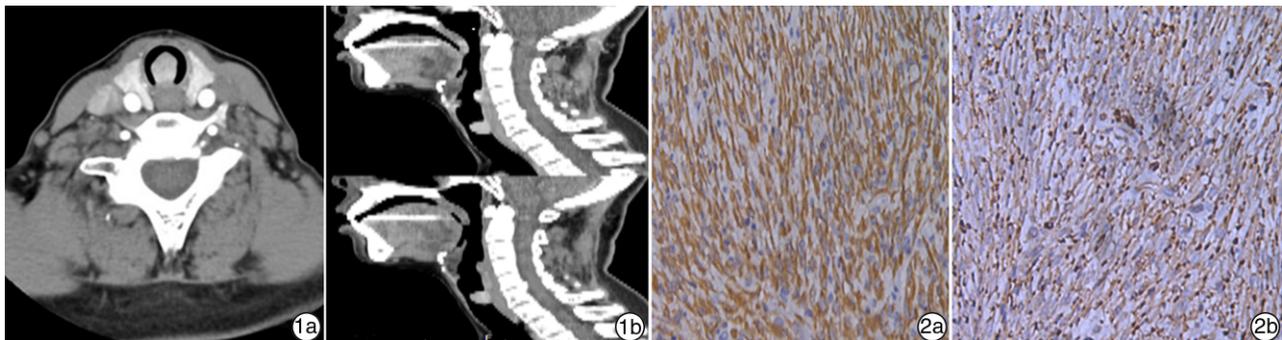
颈部增强CT 气管上段约第2气管环可见广基新生物附着于气管后壁,平对第6颈椎椎体;1a:平扫;1b:冠扫;
